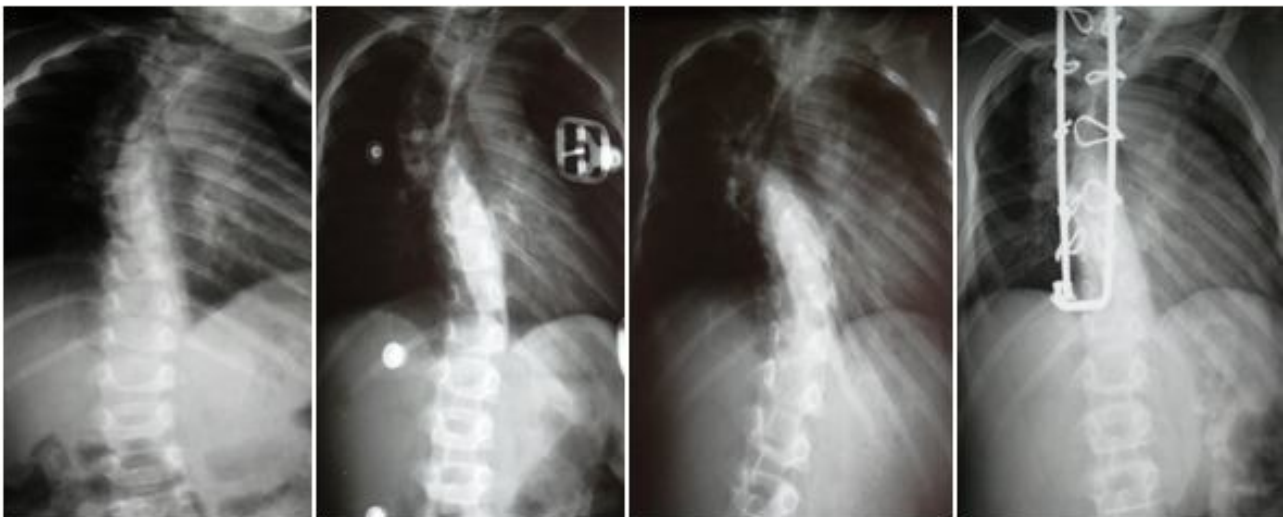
Radiographie du rachis face montrant une scoliose dorsale à convexité droite aggravée sous traitement orthopédique d'où l'indication du traitement chirurgical par la technique de Luqué avec 30% de réduction
